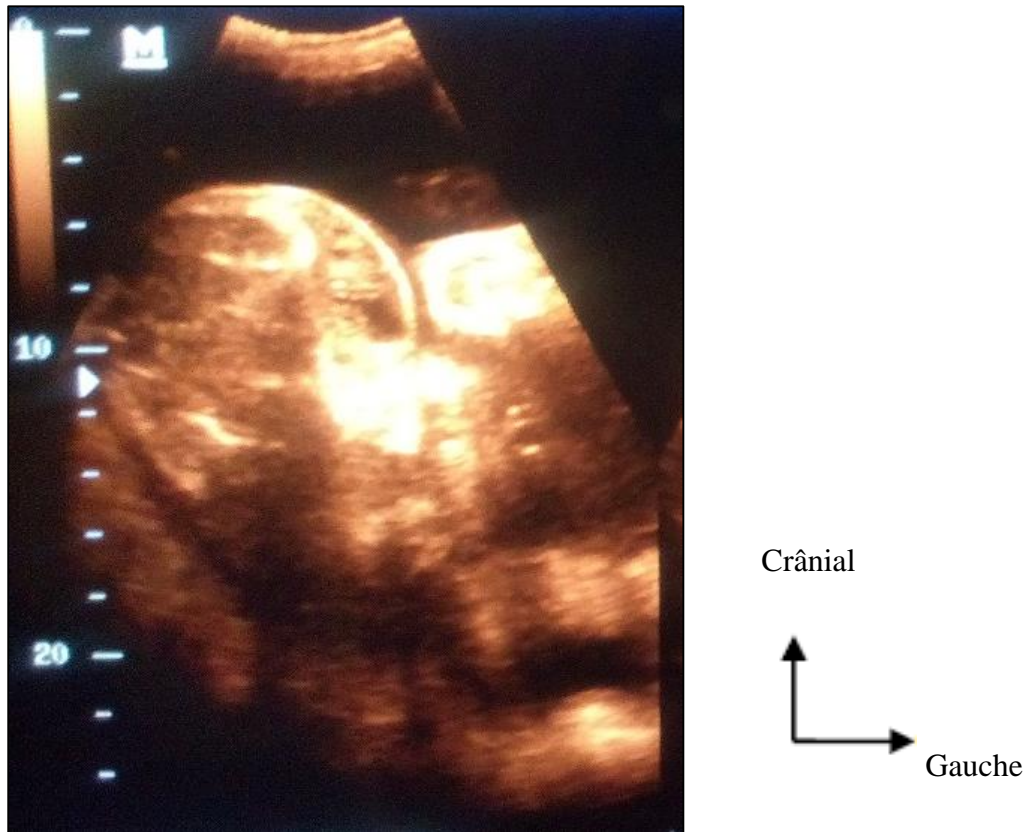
Image échographique de l'observation N° 2 en coupe sagittale
